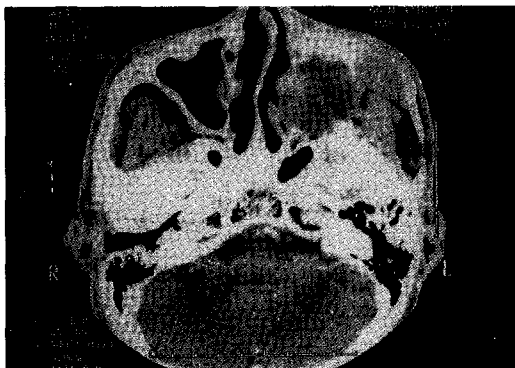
Frontal and axial CT scan showing ill-defined soft tissue mass of the left maxilla and bony destruction of the left maxilla, frontal and zygomatic bone.
